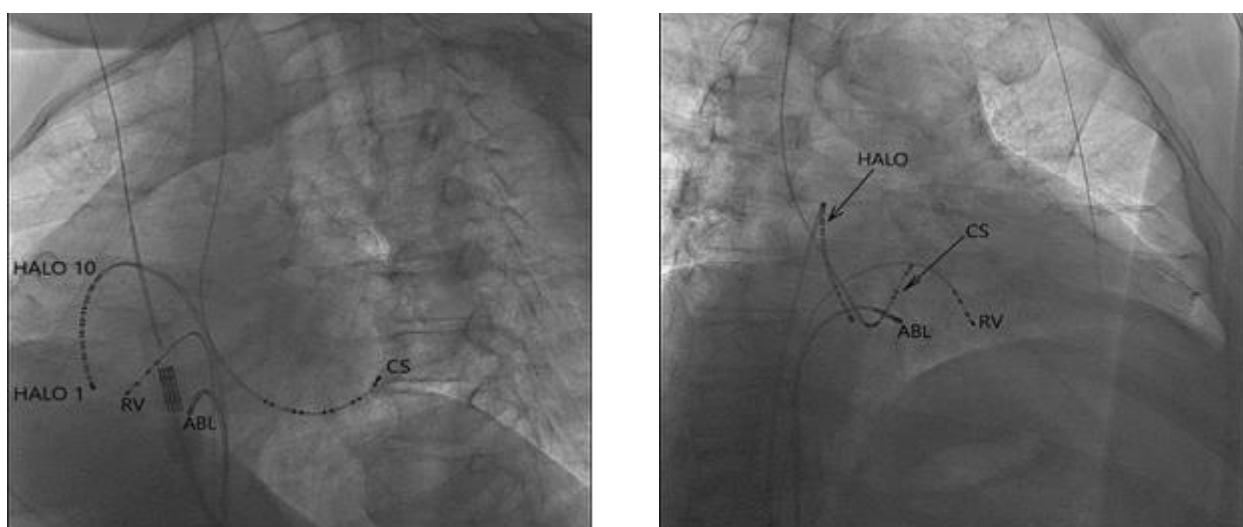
Рентгенографические стоп-кадры с расположением диагностических и абляционного катетеров в сердце при проведении операции эндо-ЭФИ и РЧА КТИ. HALO, CS, RV – диагностические катетеры; ABL – абляционный катетер.
